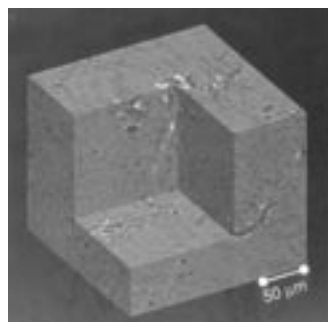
Microtomografia a contrasto di fase del biomateriale idrossiapatite ottenuta presso il Sincrotrone Europeo ESRF con una risoluzione spaziale dell'ordine del micron, cioè superiore di cento volte a quella della TAC convenzionale.
